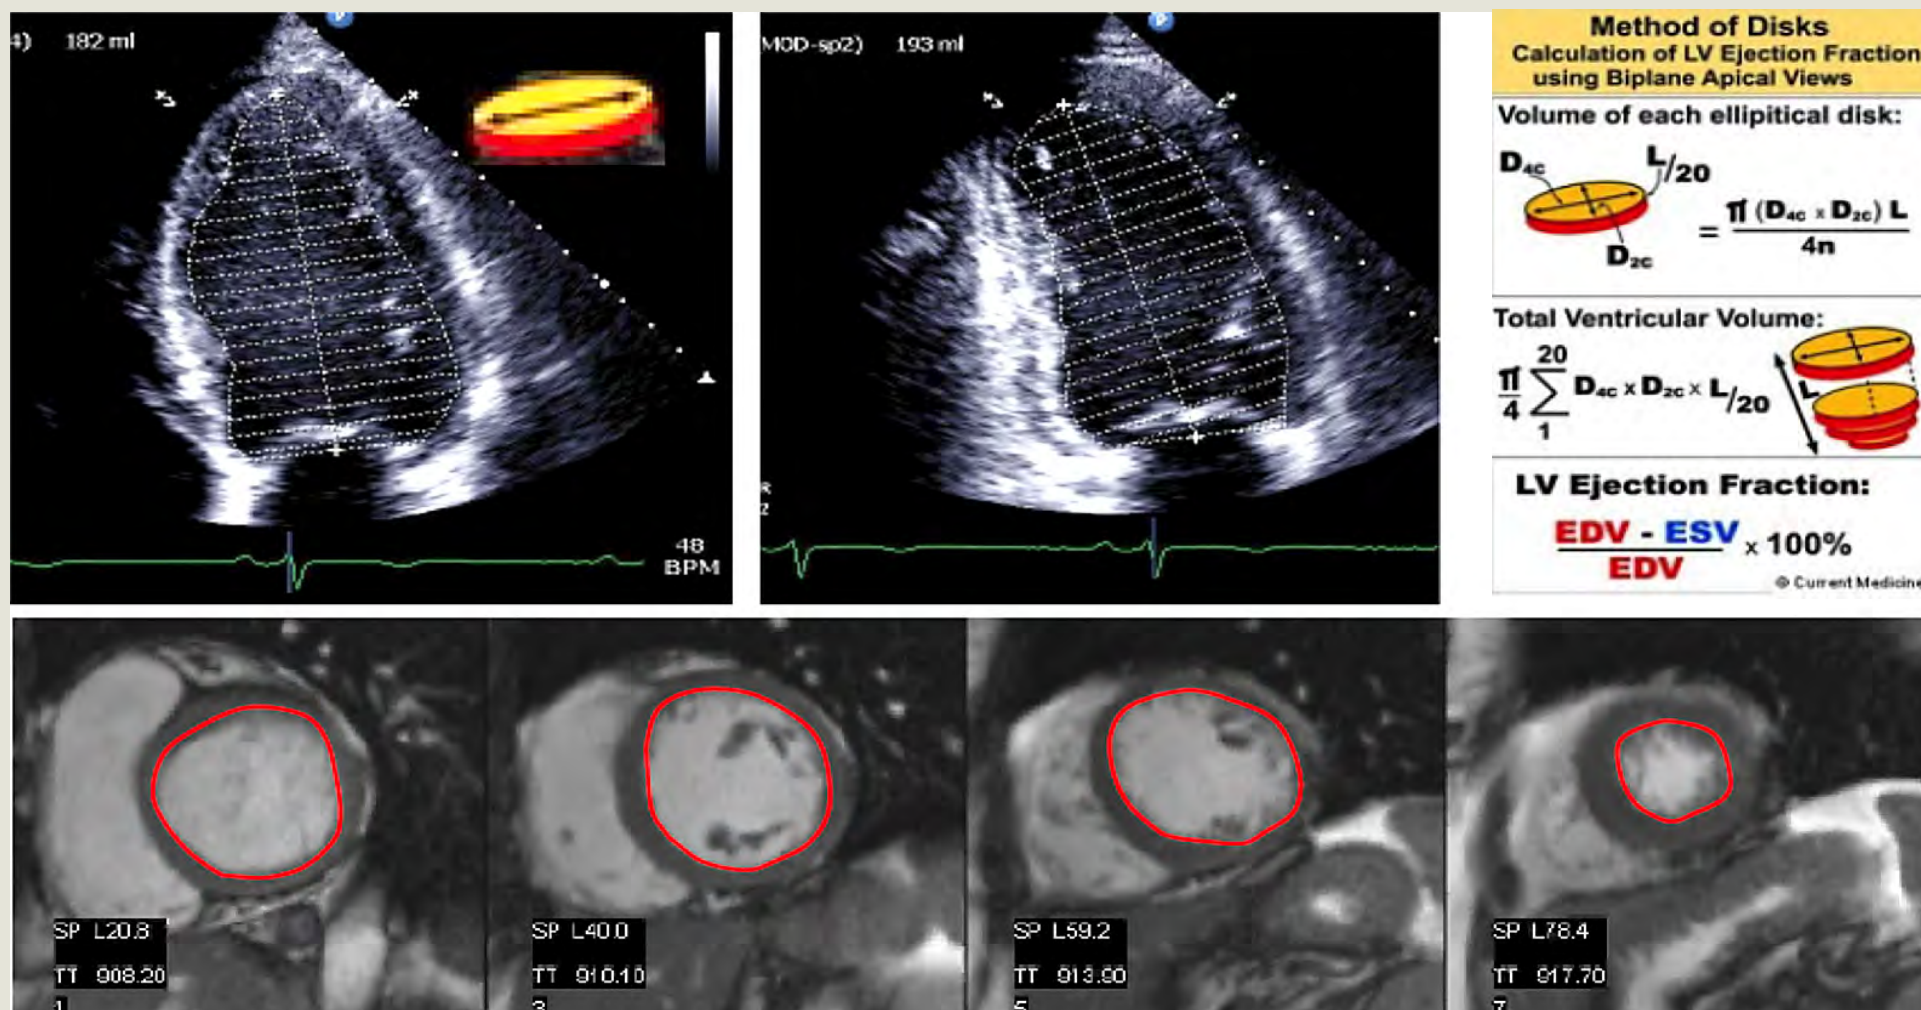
Compararea tehnicilor de calcul a fracției de ejeție VS ecocardiografic 2D vs RM.
